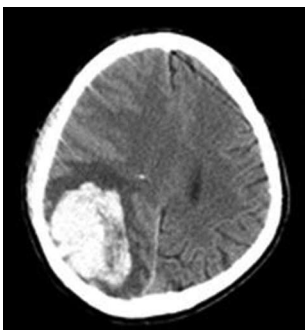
КТ до операции.
